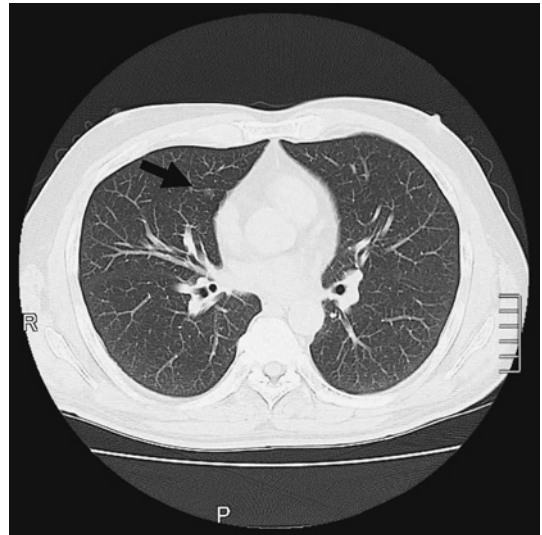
肺癌を疑った症例の胸部CT画像を示す。右S5に1cm程度のGGOを認める（矢印）。
